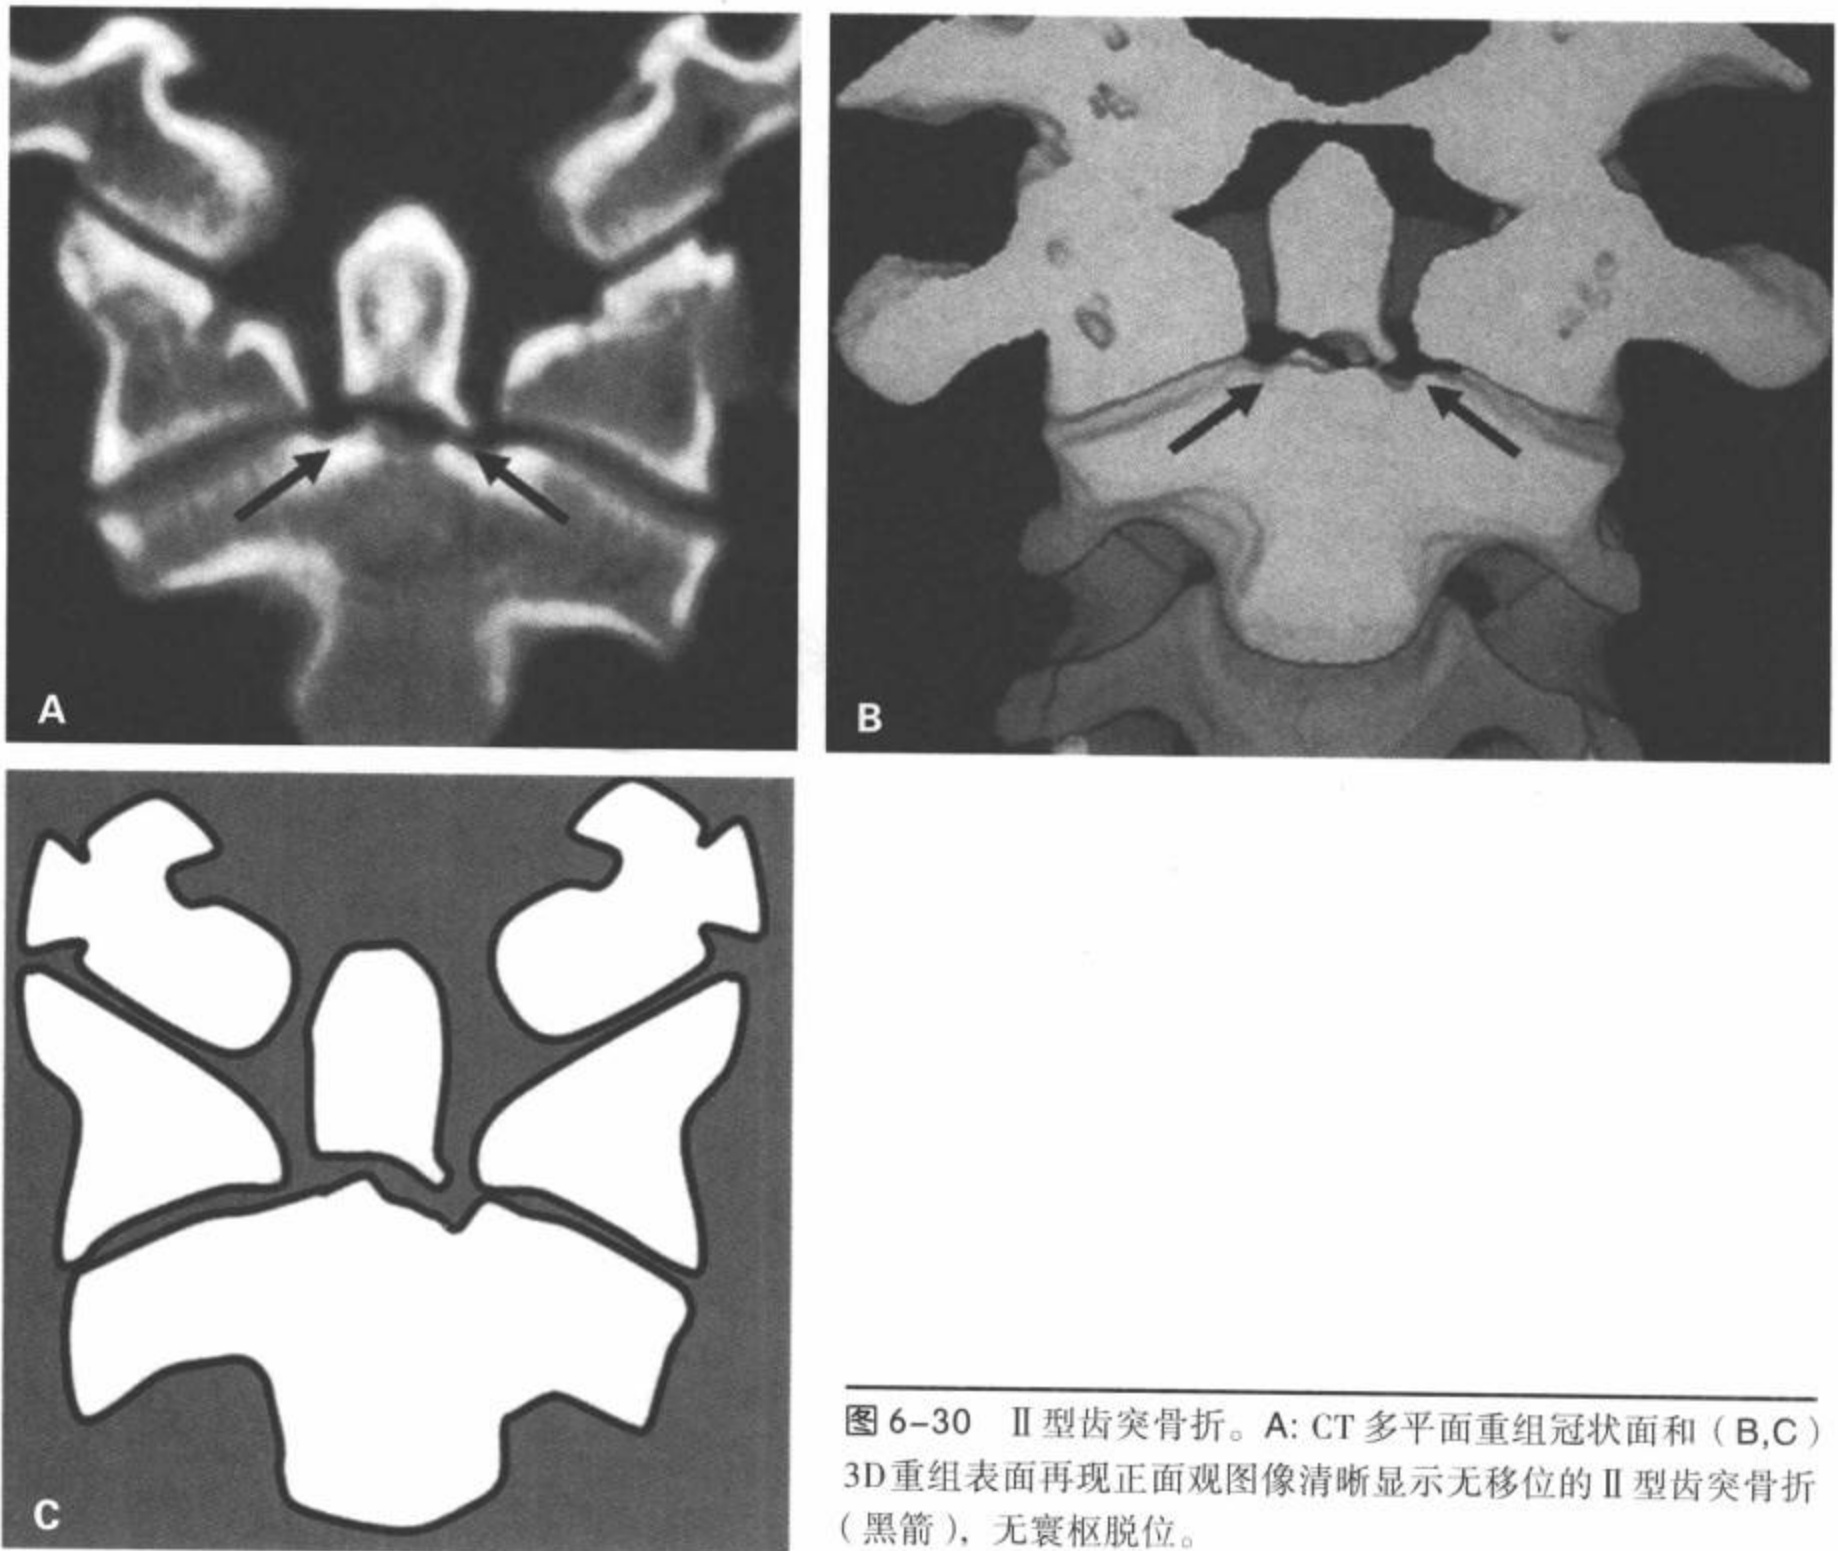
II型齿突骨折。A: CT多平面重组冠状面和(B,C)3D重组表面再现正面观图像清晰显示无移位的II型齿突骨折(黑箭),无寰枢脱位。
